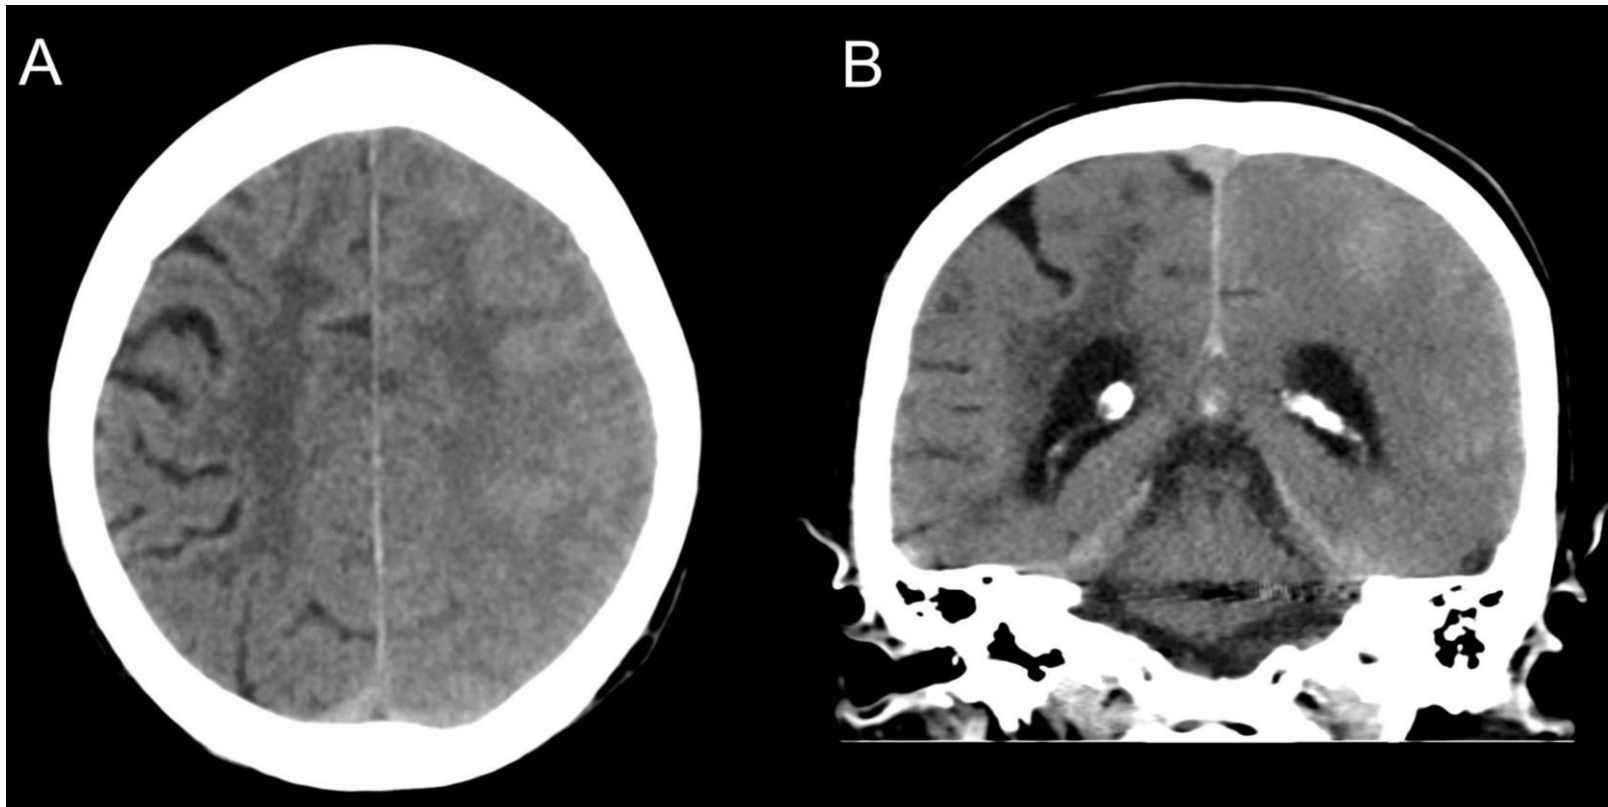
Tras la embolización, el paciente desarrolló afasia mixta. La TC sin contraste en planos axial (A) y coronal (B) muestra borramiento de surcos, predominantemente en la región frontoparietal superior izquierda. El patrón no respeta un territorio vascular típico y la diferenciación córtico-subcortical se mantiene, lo que sugiere un origen no isquémico.
